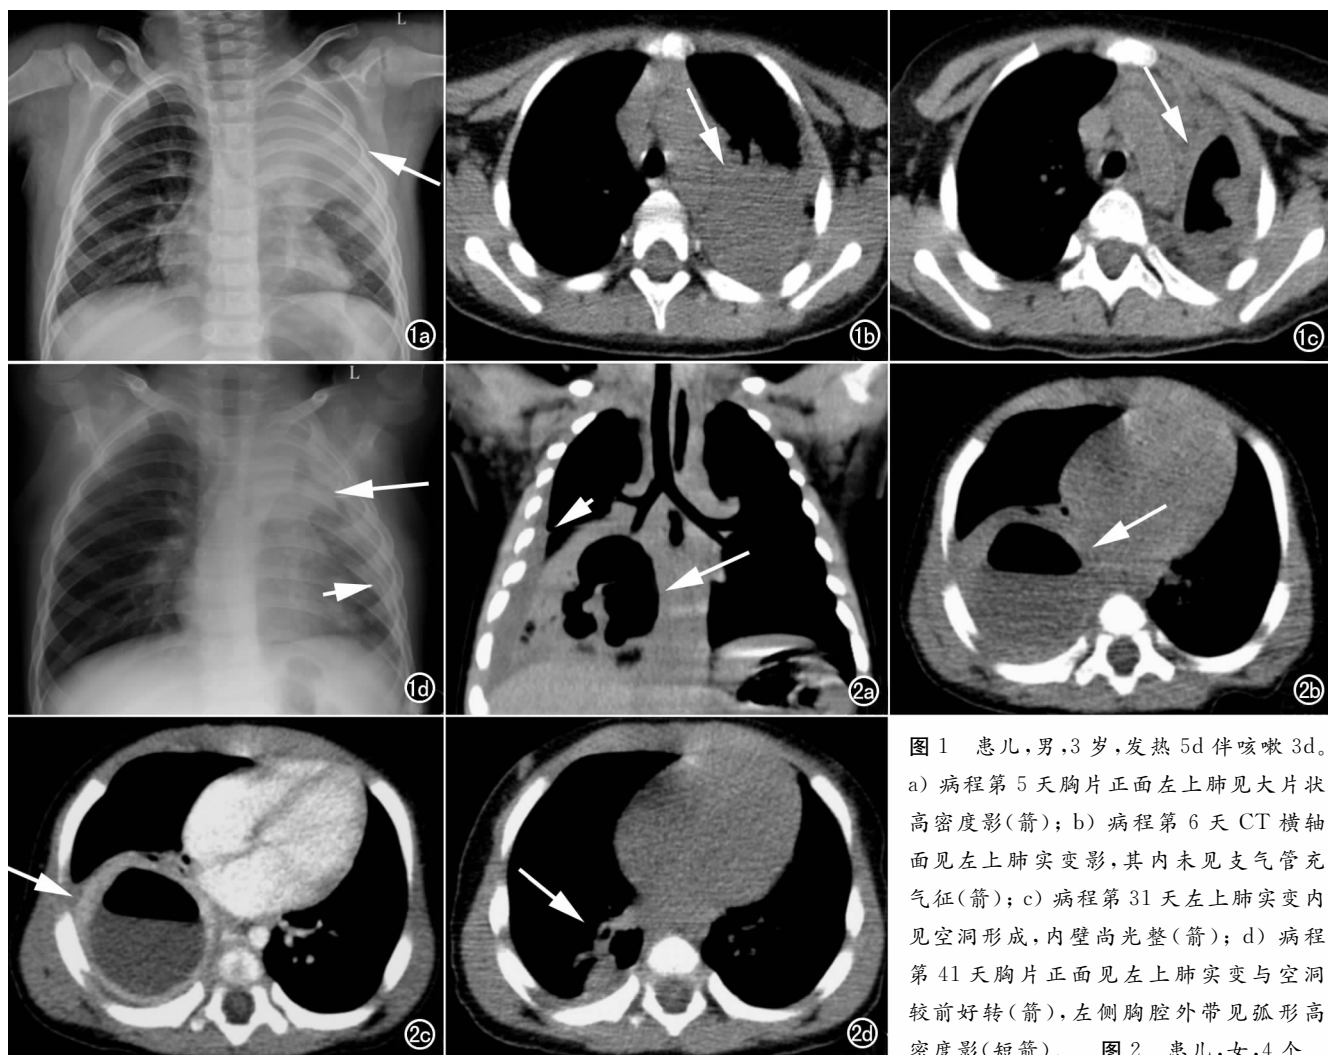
患儿,男,3 岁,发热 5d 伴咳嗽 3d。a) 病程第 5 天胸片正面左上肺见大片状高密度影(箭);b) 病程第 6 天 CT 横轴面见左上肺实变影,其内未见支气管充气征(箭);c) 病程第 31 天左上肺实变内见空洞形成,内壁尚光整(箭);d) 病程第 41 天胸片正面见左上肺实变与空洞较前好转(箭),左侧胸腔外带见弧形高密度影(短箭)。
